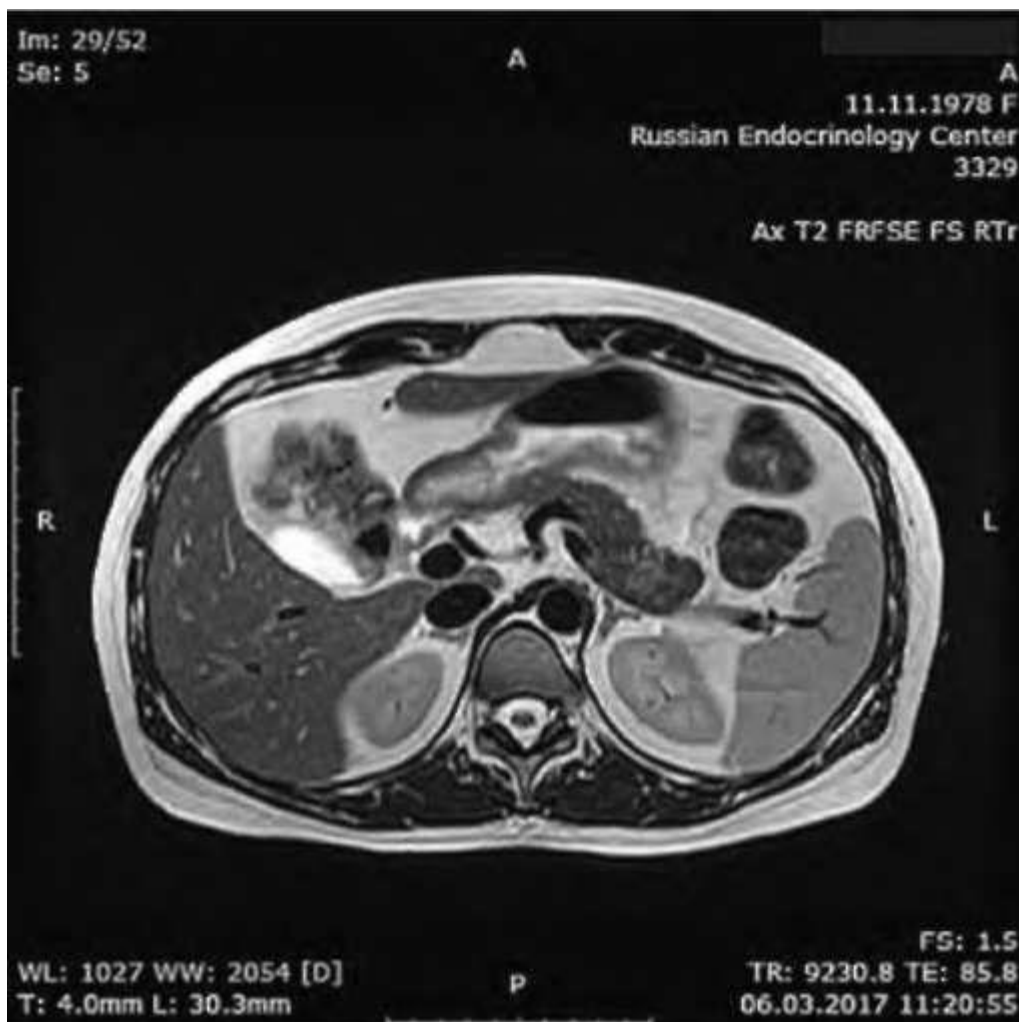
Магнитно-резонансная томограмма. Опухоль хвоста поджелудочной железы (T₂-взвешенные изображения, аксиальный срез)
